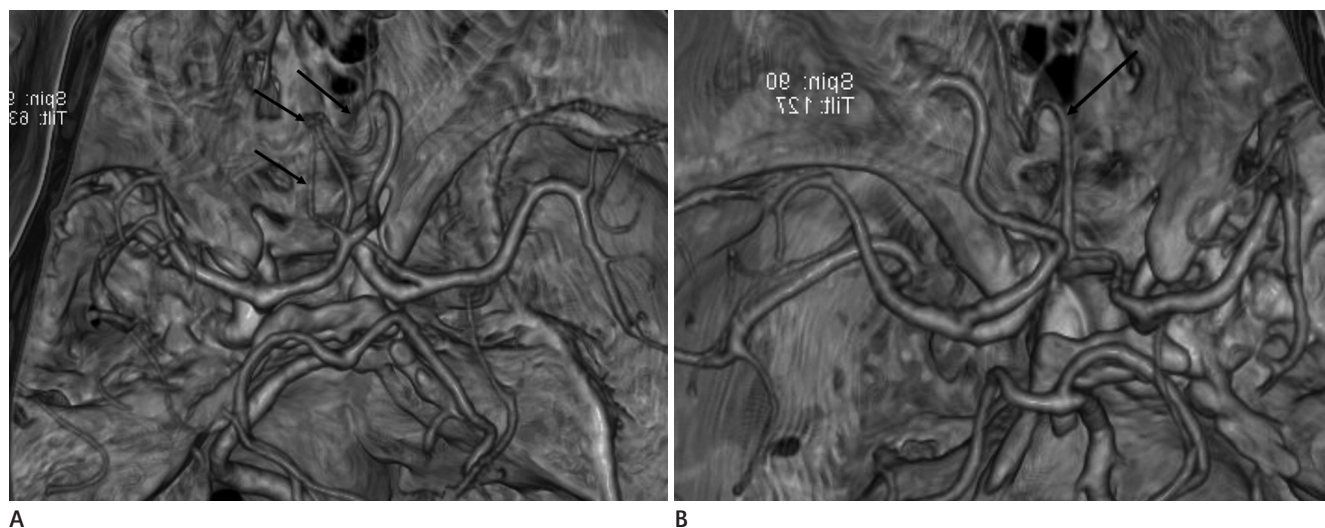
Case 7. A 48-year-old man with a complaint of headache. Right oblique (A) projection of the computed tomography angiography volume rendering image shows the right persistent primitive olfactory artery (black arrows). Left oblique (B) projection of the computed tomography angiography volume rendering image shows the left persistent primitive olfactory artery (black arrow).
